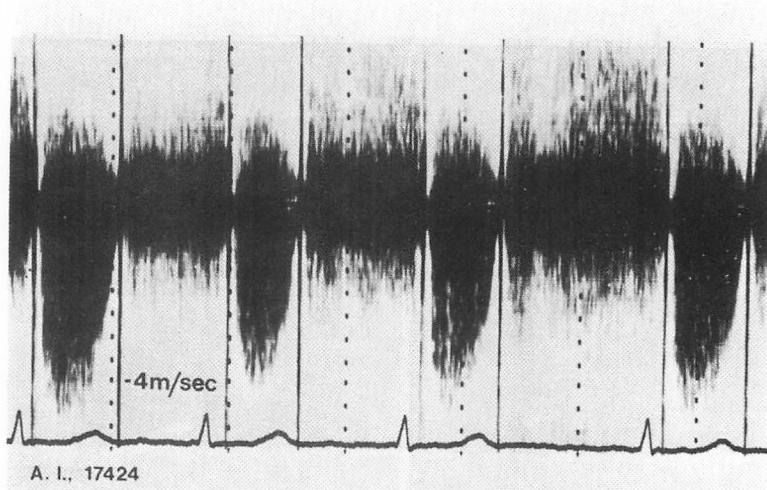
Continuous wave Doppler recording of the transaortic flow in the same patient as in Figs. 5, 6 and 7.
